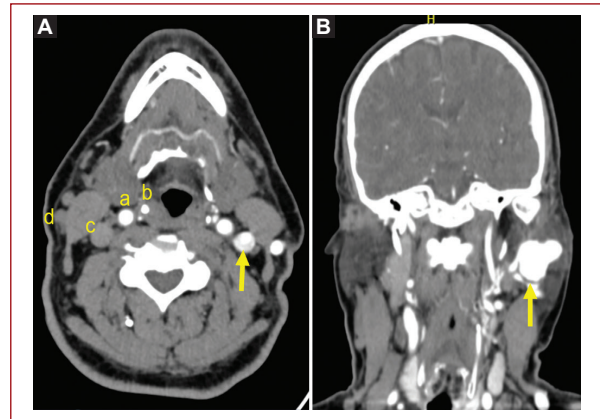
Angiotomografía. A: corte axial, flecha muestra llenado de vena yugular en fase arterial. B: corte coronal, flecha señala pseudoaneurisma (a, arteria carótida externa; b, arteria carótida interna; c, vena yugular interna; d, vena yugular externa).
